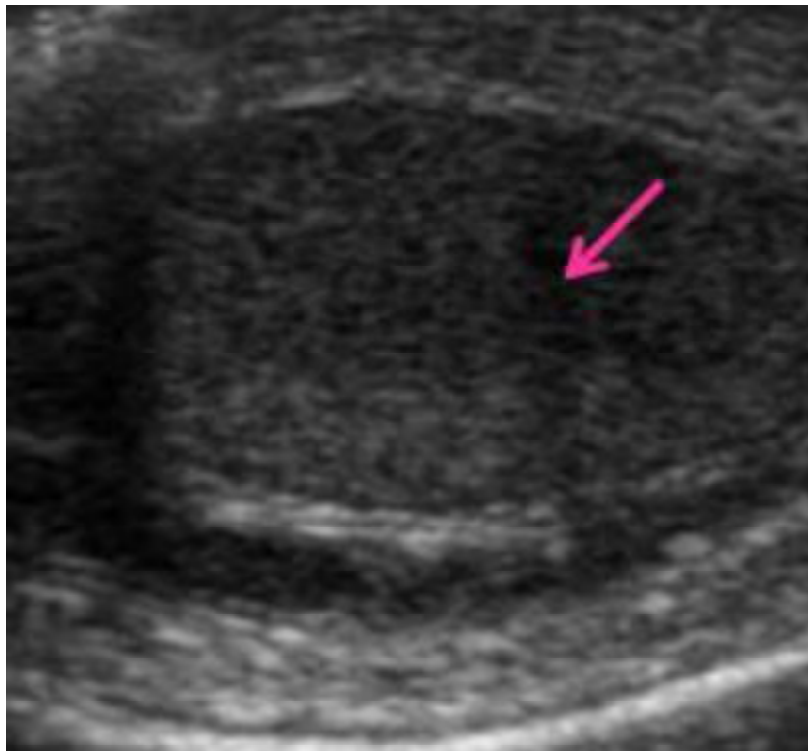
image d'échographie scrotale présentant une rupture de l'albuginée [90]
